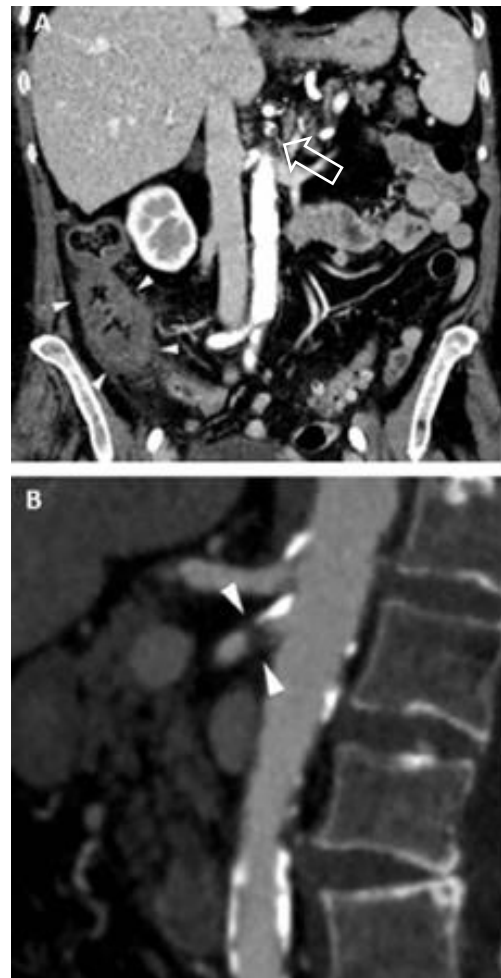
CT - Abdomen nach i.v. KM - Gabe einer 87-jährigen Patientin mit ACVD und AMI. A) Es zeigt sich ein Thrombus in der Arteria mesenterica superior (dunkler Pfeil). Das Zökum und das Colon ascendens sind wandverdickt, ödematös und mit verminderter KM - Darmwandaufnahme (helle Pfeile). B) Der Thrombus in der Arteria mesenterica superior (Pfeile) ist deutlich zu sehen (Lehtimäki et al. 2015).
